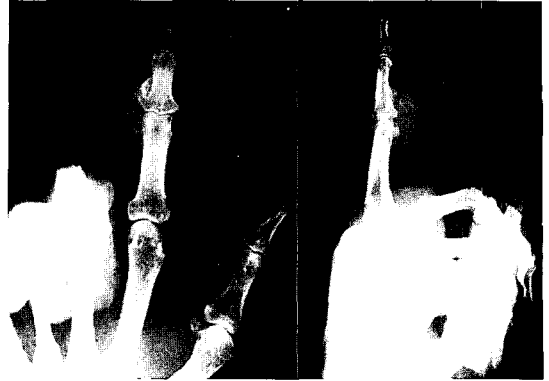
Simple x-ray of the left hand: A soft tissue mass with calcific center without remarkable bony change.
